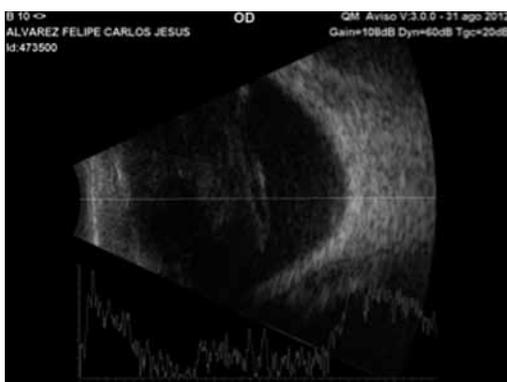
Ecografía de Ojo Derecho en la que se objetivan los ecos vítreos y la ausencia de Desprendimiento de Retina.
